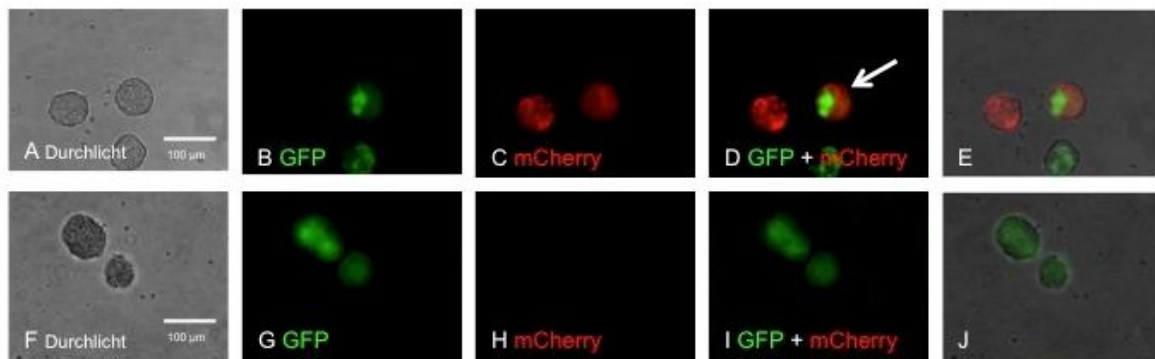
Fluoreszenz von transduzierten BT183-Zellen.
